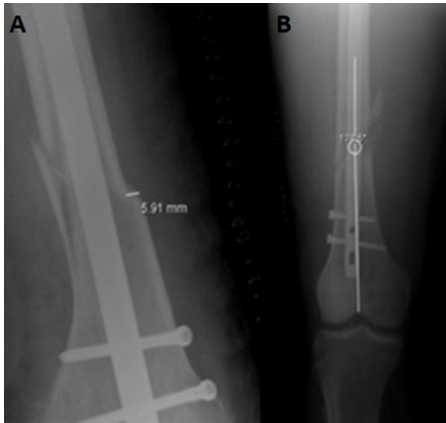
(a) Direkt grafide çivi-eklem mesafesi (ÇEM) ve kırık-çivi mesafesi (KÇM) ölçümleri. (b) Direkt grafide kırık-çivi mesafesi (KÇM) ölçümü. (c) Direkt grafide kırık hattı-eklem mesafesi (KEM) ve kırık-çivi mesafesi (KÇM) ölçümleri.
